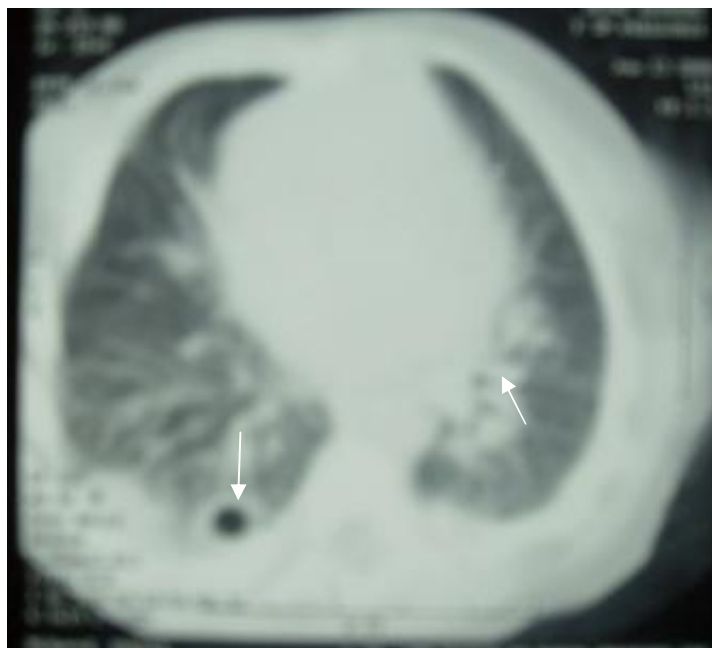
Une TDM thoracique montrant de multiples excavations volumineuses septiques du parenchyme pulmonaire.
